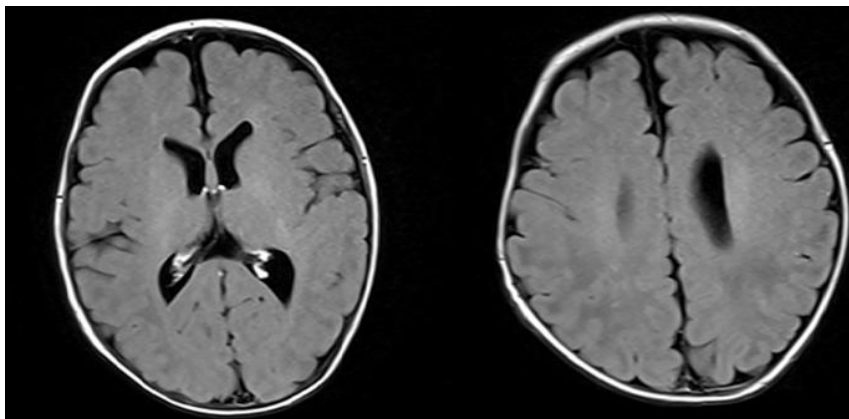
Contrast Brain MRI on 81th hospital day. Improved state with several residual calcified granulomas.
